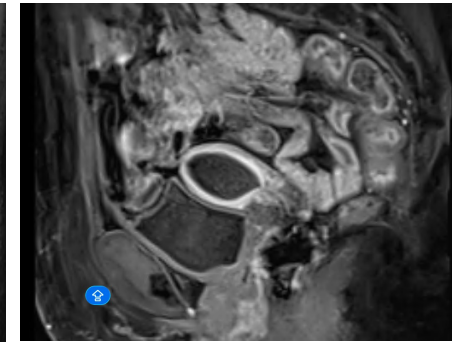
Imagen RMN; corte sagital a nivel pélvico.
